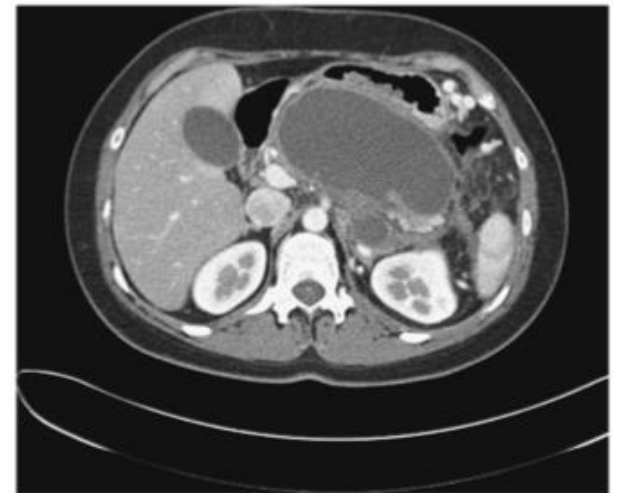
CT, showing a peripancreatic fluid collection with viable but disconnected pancreatic tissue at the pancreas tail.
